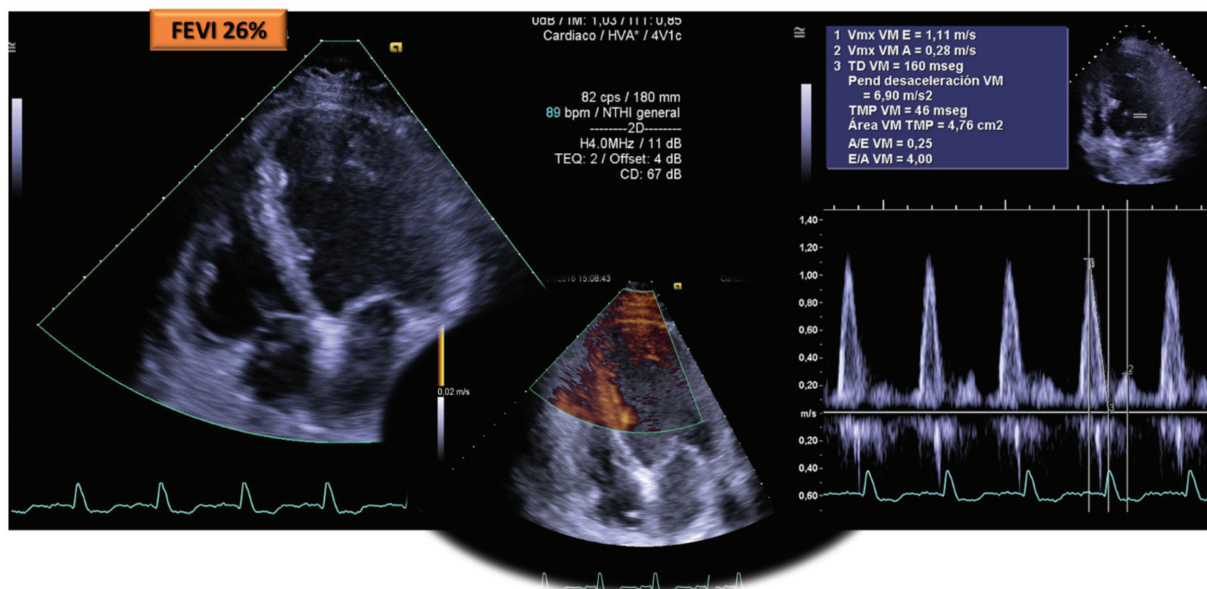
Ecocardiograma bidimensional/doppler color. FE 26%, disfunción diastólica grado 3. Trabeculación marcada del ventrículo izquierdo (panel central).
